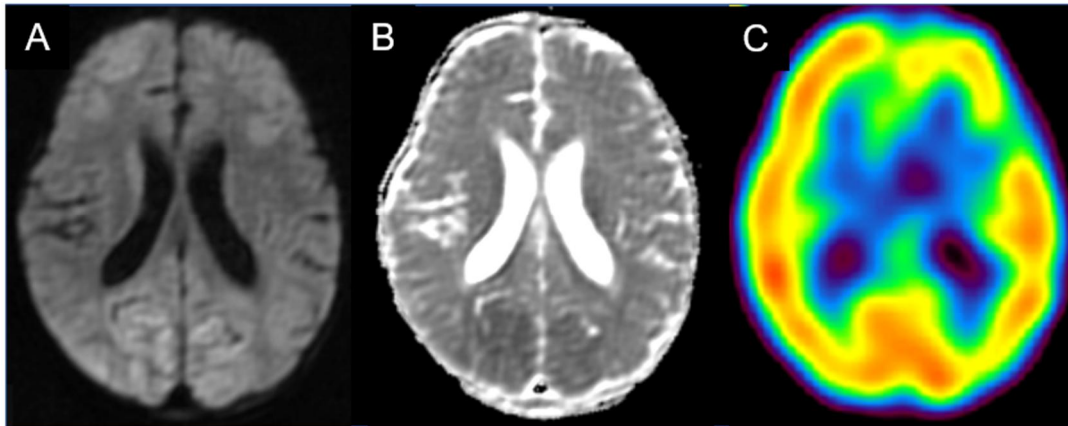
A 第 8 病日 MRI 拡散強調像 B 第 8 病日 ADC マップ C 第 10 病日 99mTc-ECD
